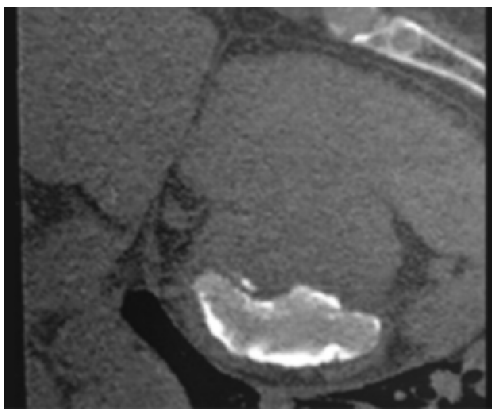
Imagen por tomografía axial computarizada con lesión del anillo mitral severamente calcificada.
